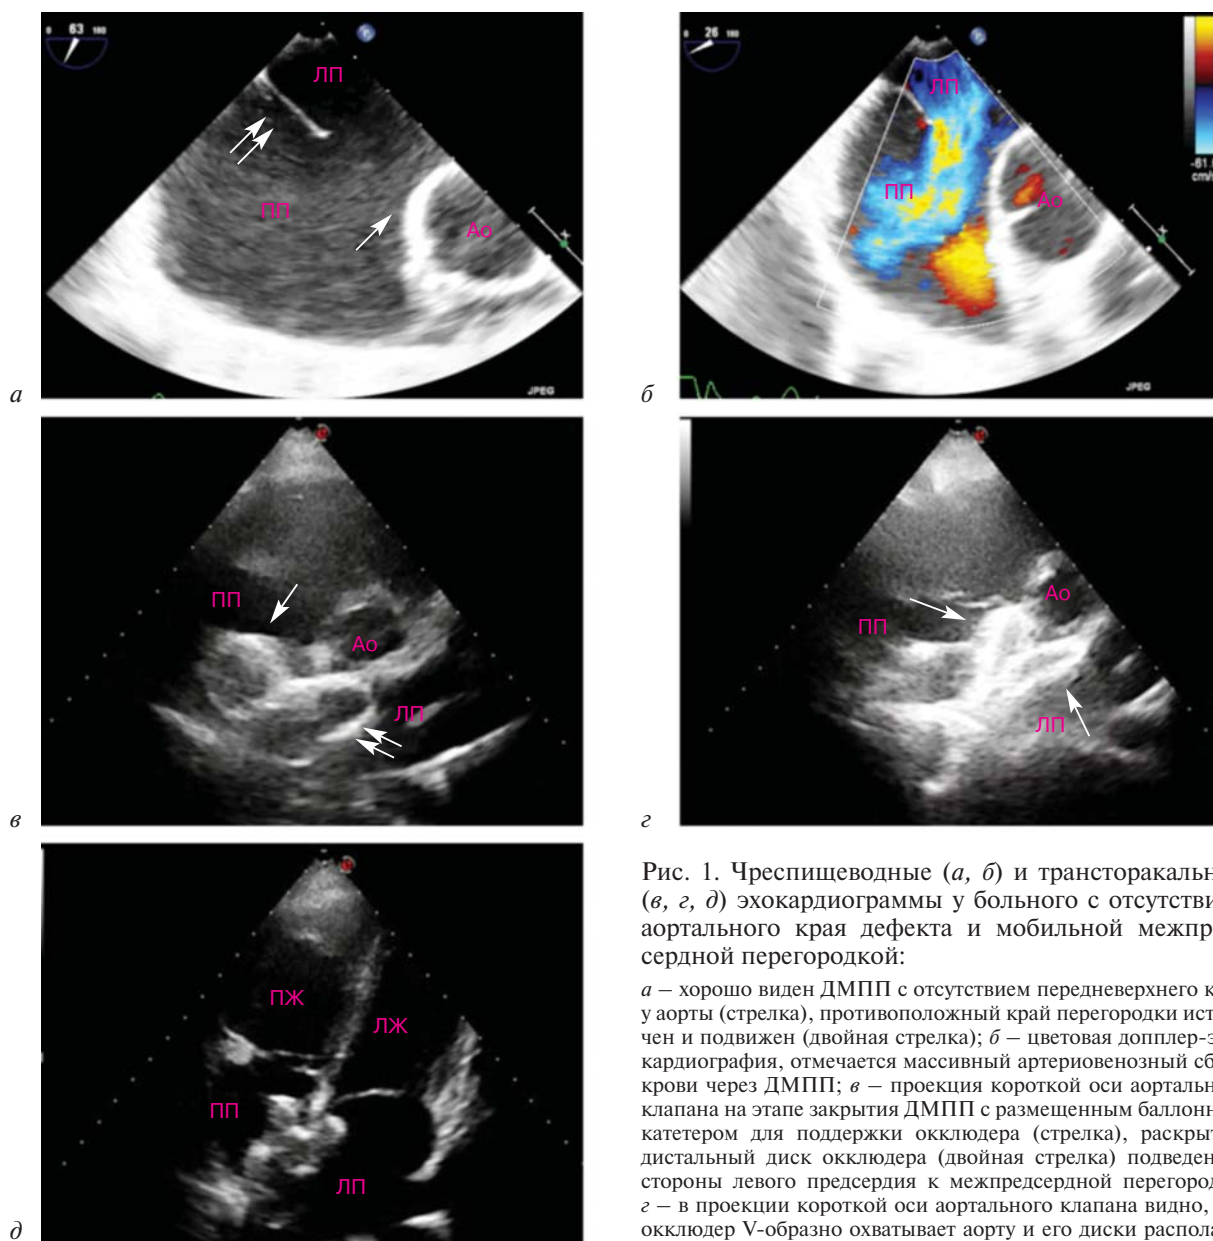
Чреспищеводные (а, б) и трансторакальные (в, г, д) эхокардиограммы у больного с отсутствием аортального края дефекта и мобильной межпредсердной перегородки:
